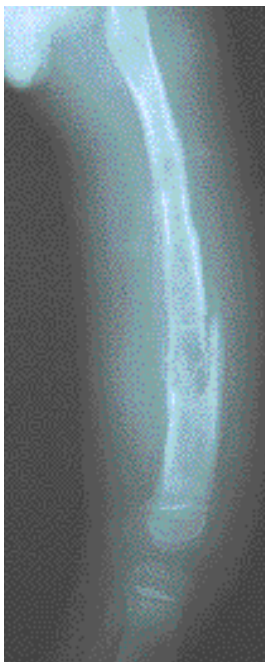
Radiographie de la cuisse : ostéomyélite et fractures, séquelles des épisodes précédents.
